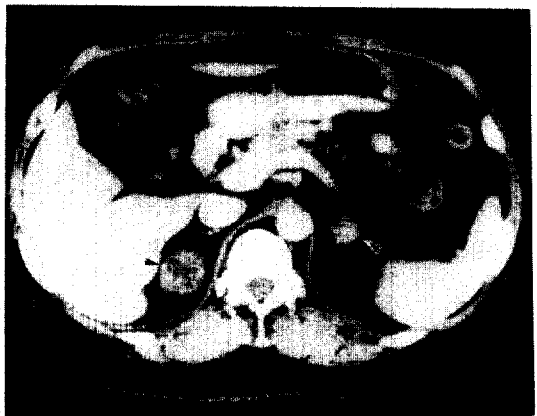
Abdominal CT showing bilateral mass lesions of the adrenal glands. (arrows)
